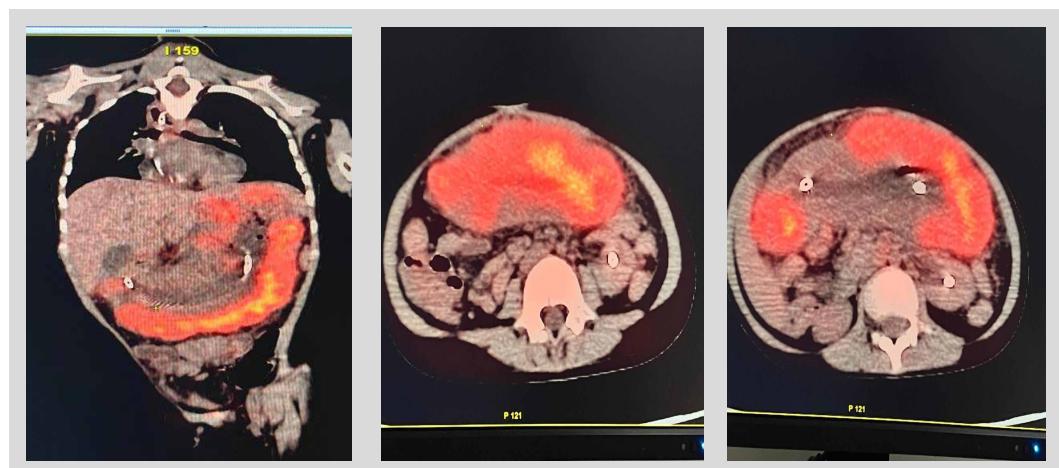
Tomografía por emisión de positrones (PET/CT). Captación hipermetabólica difusa en esófago, estómago y duodeno, sin masas definidas, compatible con proceso inflamatorio activo.
